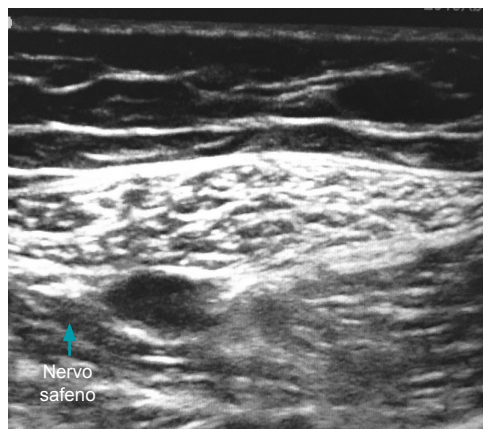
Bloqueio do nervo safeno: estruturas identificadas por ultrassonografia.
